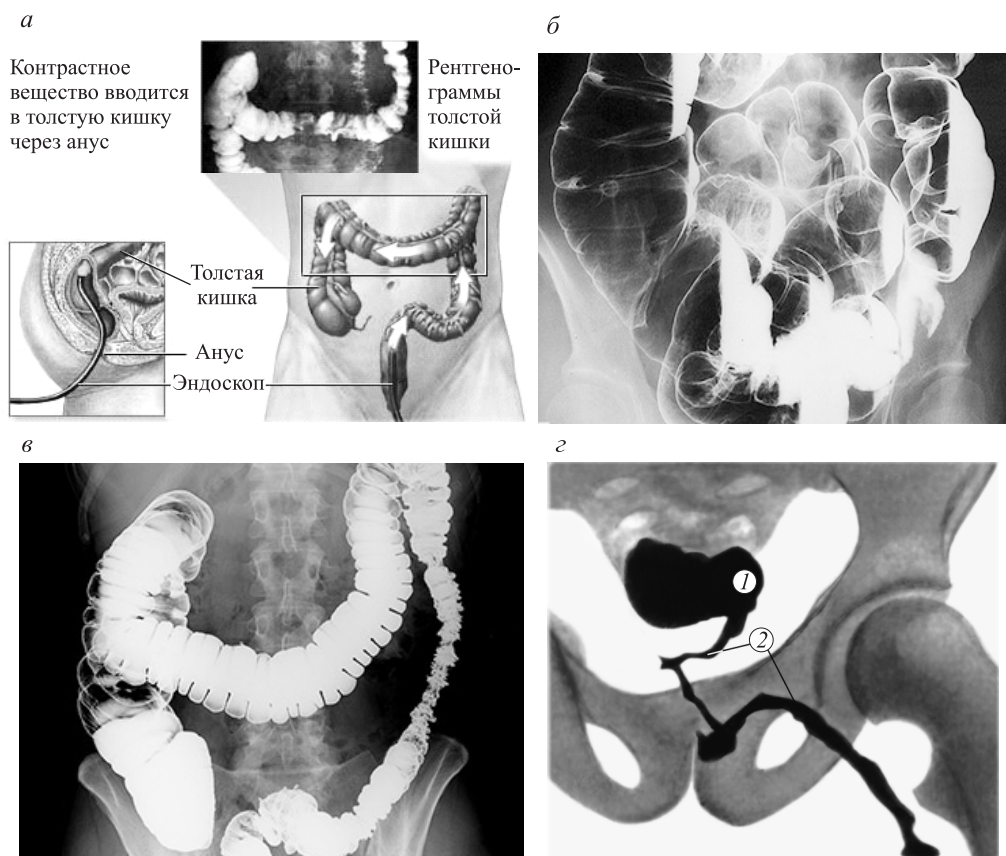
Рентгенологические методы исследования ТК:
